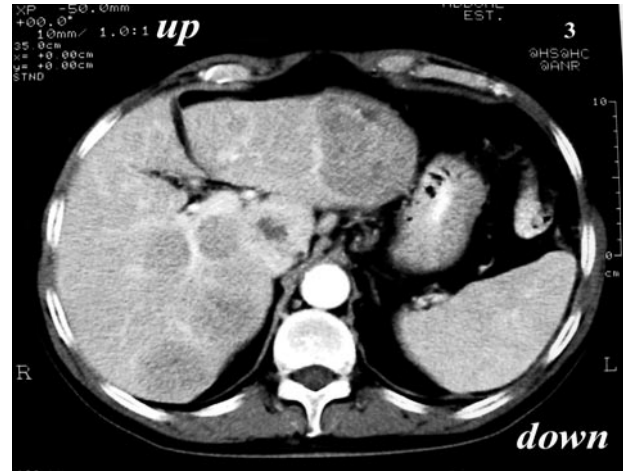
TC: peggioramento (dicembre 1999) per comparsa di lesioni epatiche diffuse.
